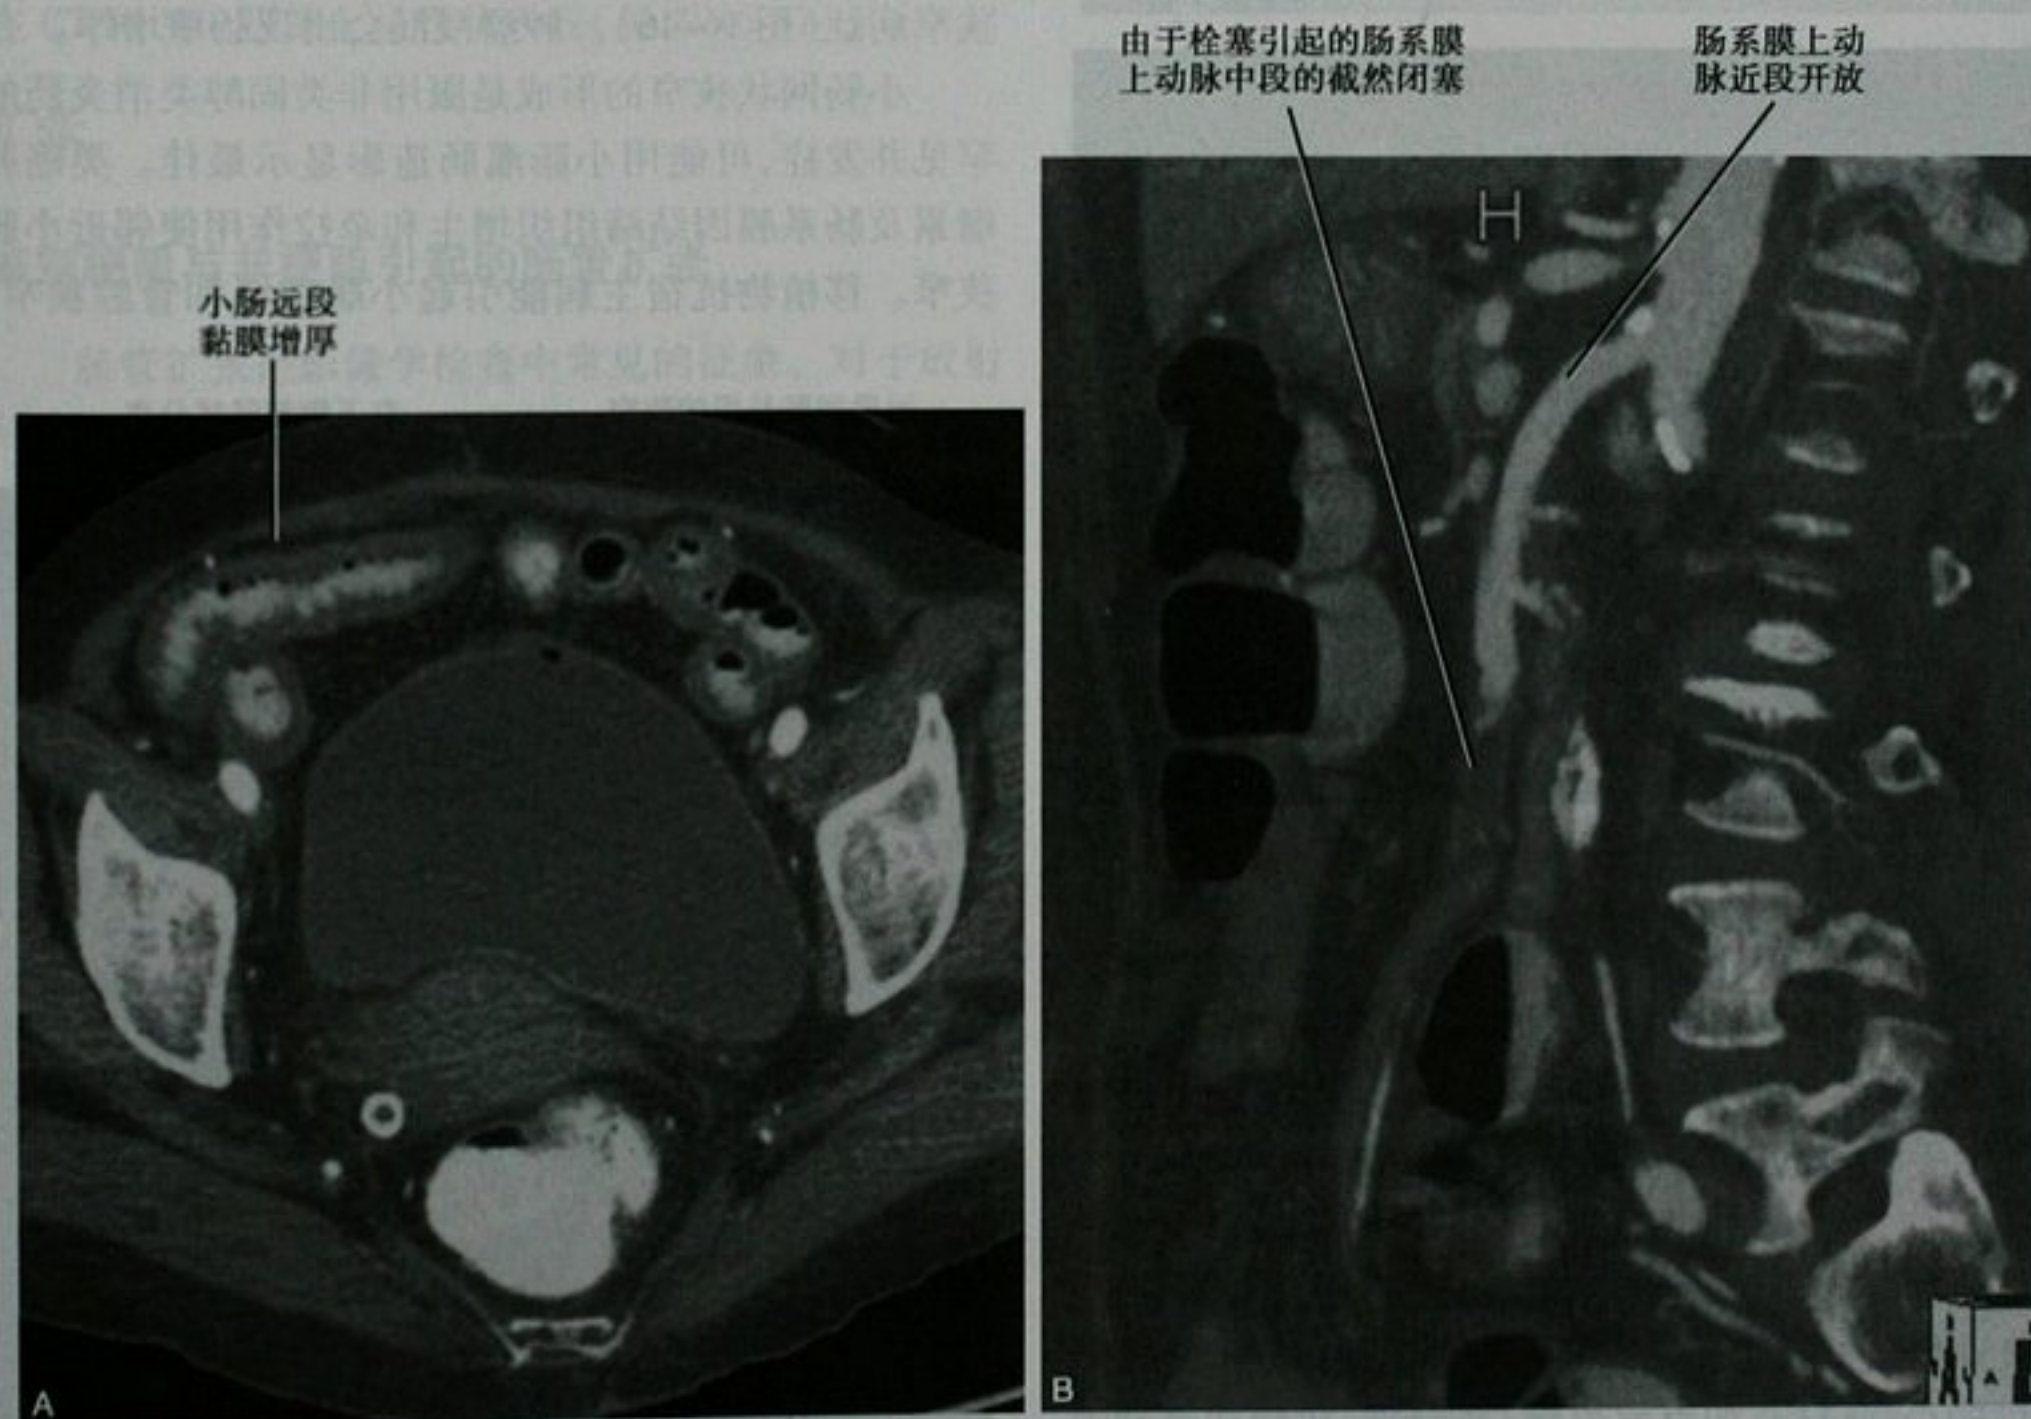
急性肠系膜缺血 CT 扫描。A. 盆腔增强 CT 扫描;B. 老年患者增强 CT 扫描矢状位重建,心肌病变和由于肠系膜上动脉栓塞引起的肠缺血
